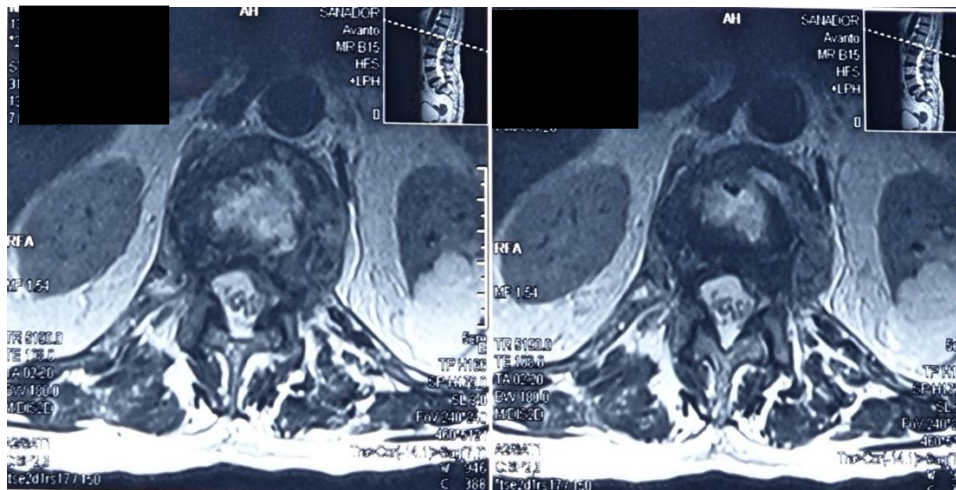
Imagine RMN în plan axial (secvența T2).
